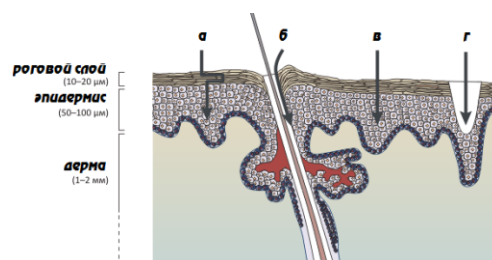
Пути чрескожной диффузии лекарственных веществ при трансдермальной доставке: а – трансэпидермальный; б – трансгранулярный / трансфолликулярный; в – чресклеточный; г – через созданные микроотверстия
